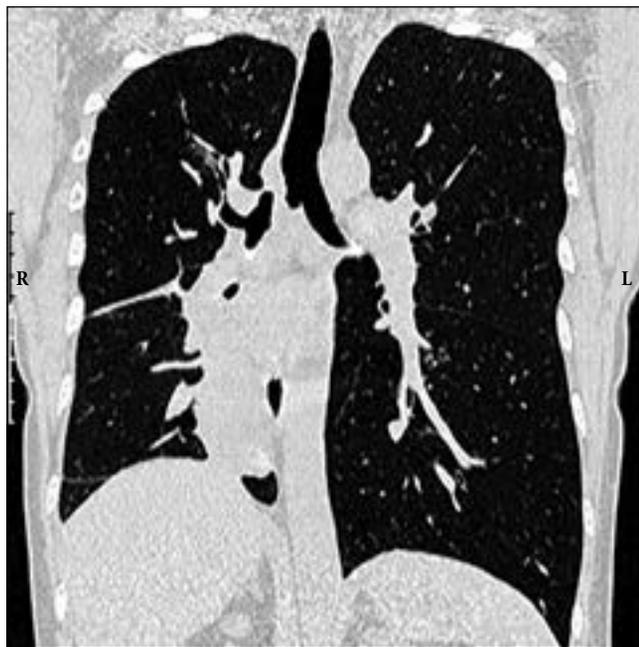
Отрыв правого главного бронха, ателектаз средней и нижней долей правого легкого. Компьютерная томография.
